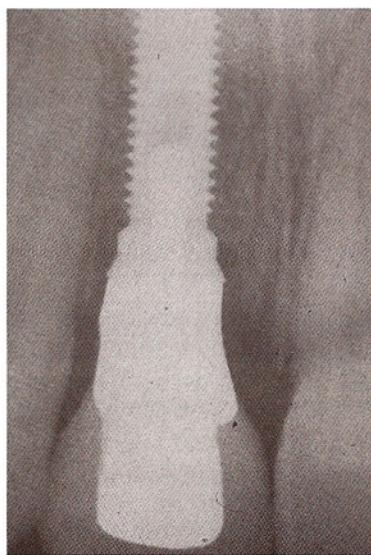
Рентгеновский снимок после фиксации коронки на месте 11-го зуба.
